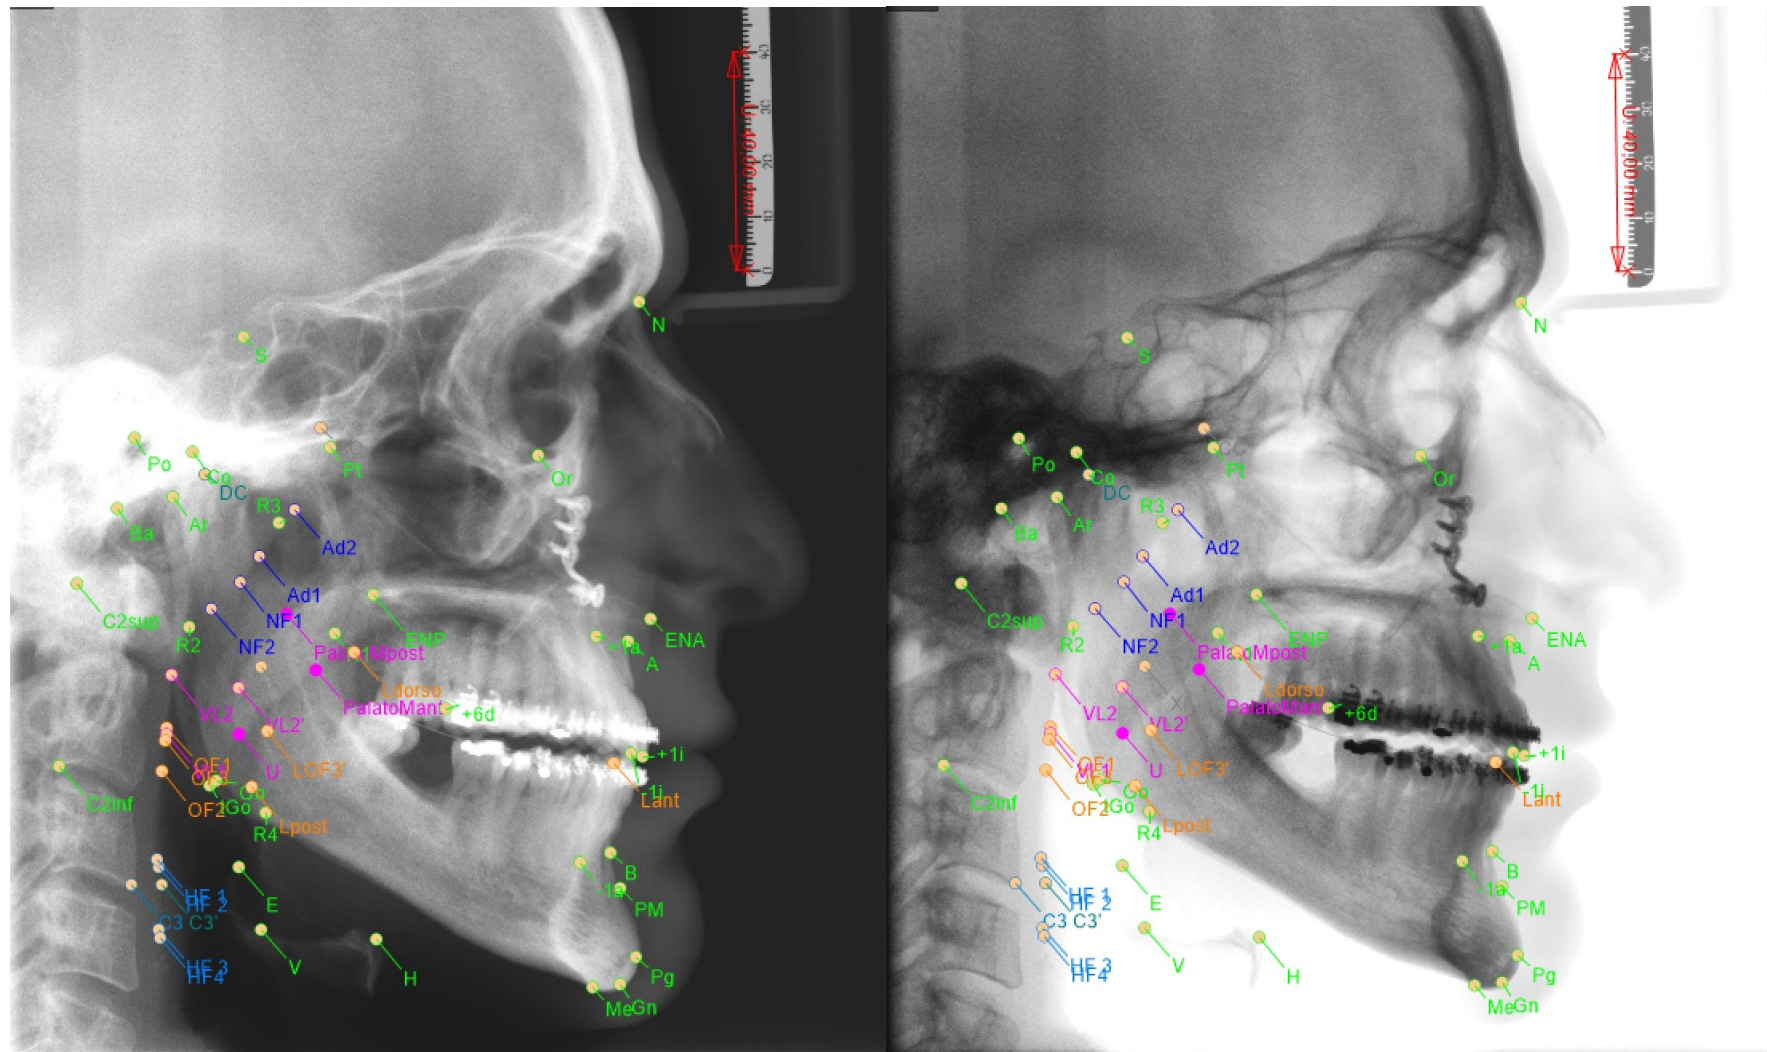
Caso 3: Telerradiografia pós-operatória (normal e negativo)
